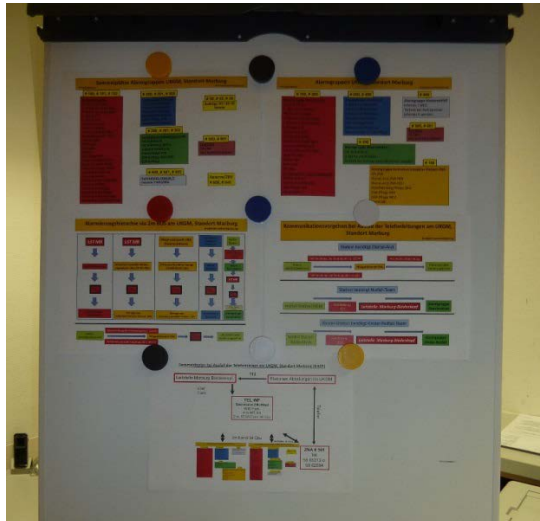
Kommunikations-skizze "Ausfall TK-Anlage" im Stützpunkt der Zentralen Notaufnahme
